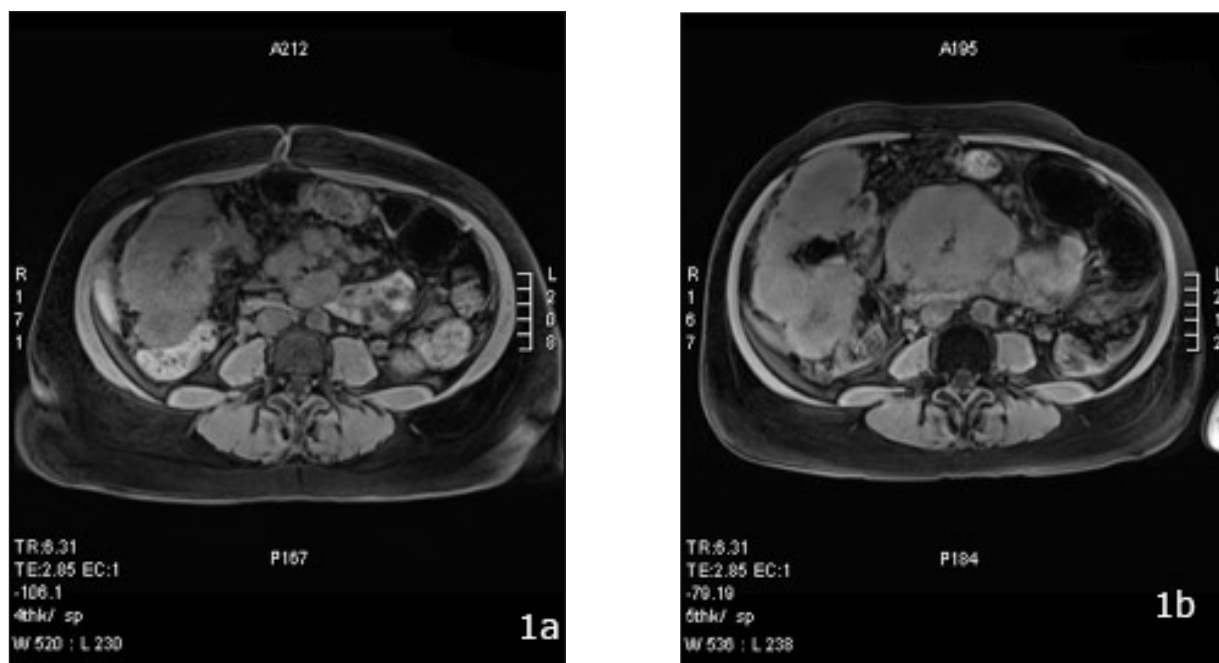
Comparaison entre l'IRM de départ et le contrôle post-3 cures de chimiothérapie, objectivant la progression néoplasique.
